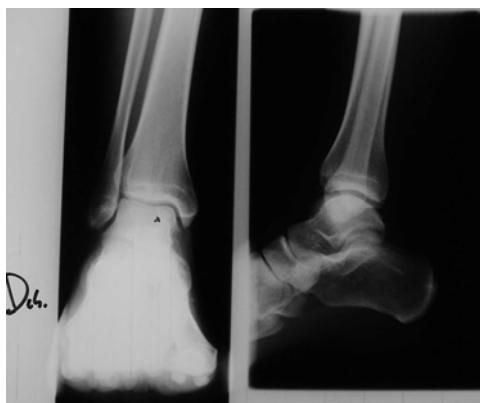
Mujer de 36 años afecta de osteocondritis en cúpula astragalina medial. Radiografía anteroposterior y lateral donde se aprecia el defecto condral en cúpula astragalina medial.
